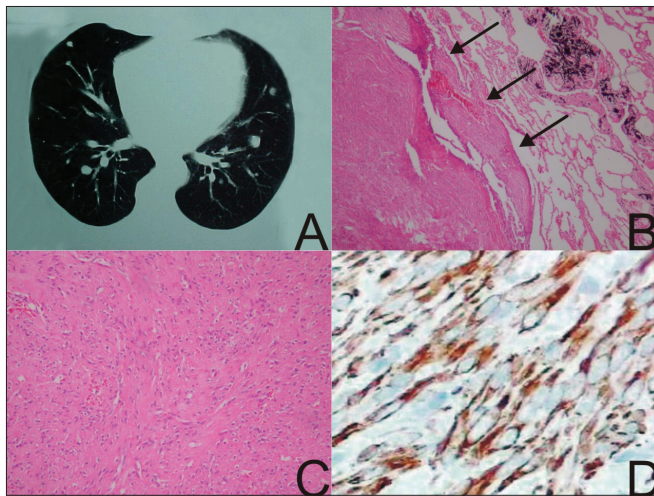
(A) Tomografia computadorizada de tórax mostrando vários nódulos pulmonares bilaterais. (B) HE 100x mostrando nódulo leiomiomatoso no parênquima pulmonar. (C) Detalhe do nódulo mostrando feixes curtos de células fusiformes sem atípicas. (D) Imunoistoquímica mostrando forte positividade para desmina.
